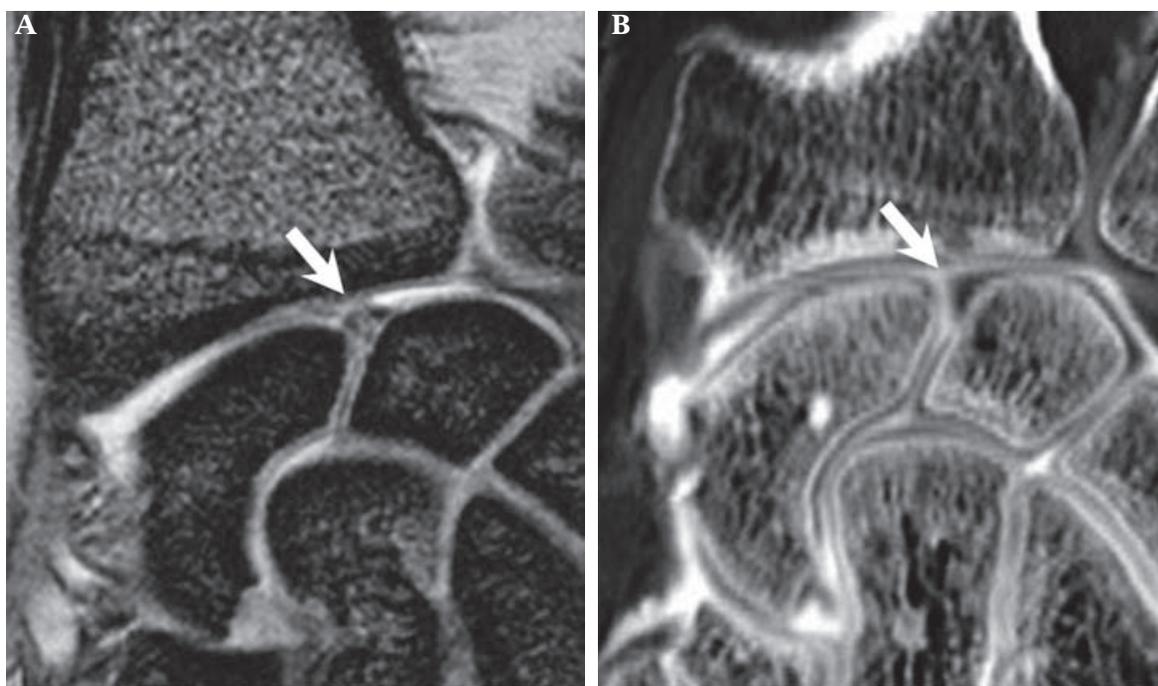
Déchirure partielle du ligament scapho -lunaire (flèche) méconnue à l'IRM standard (séquence coronale T2*) (A) mais bien démontrée en arthroscanner (B).
